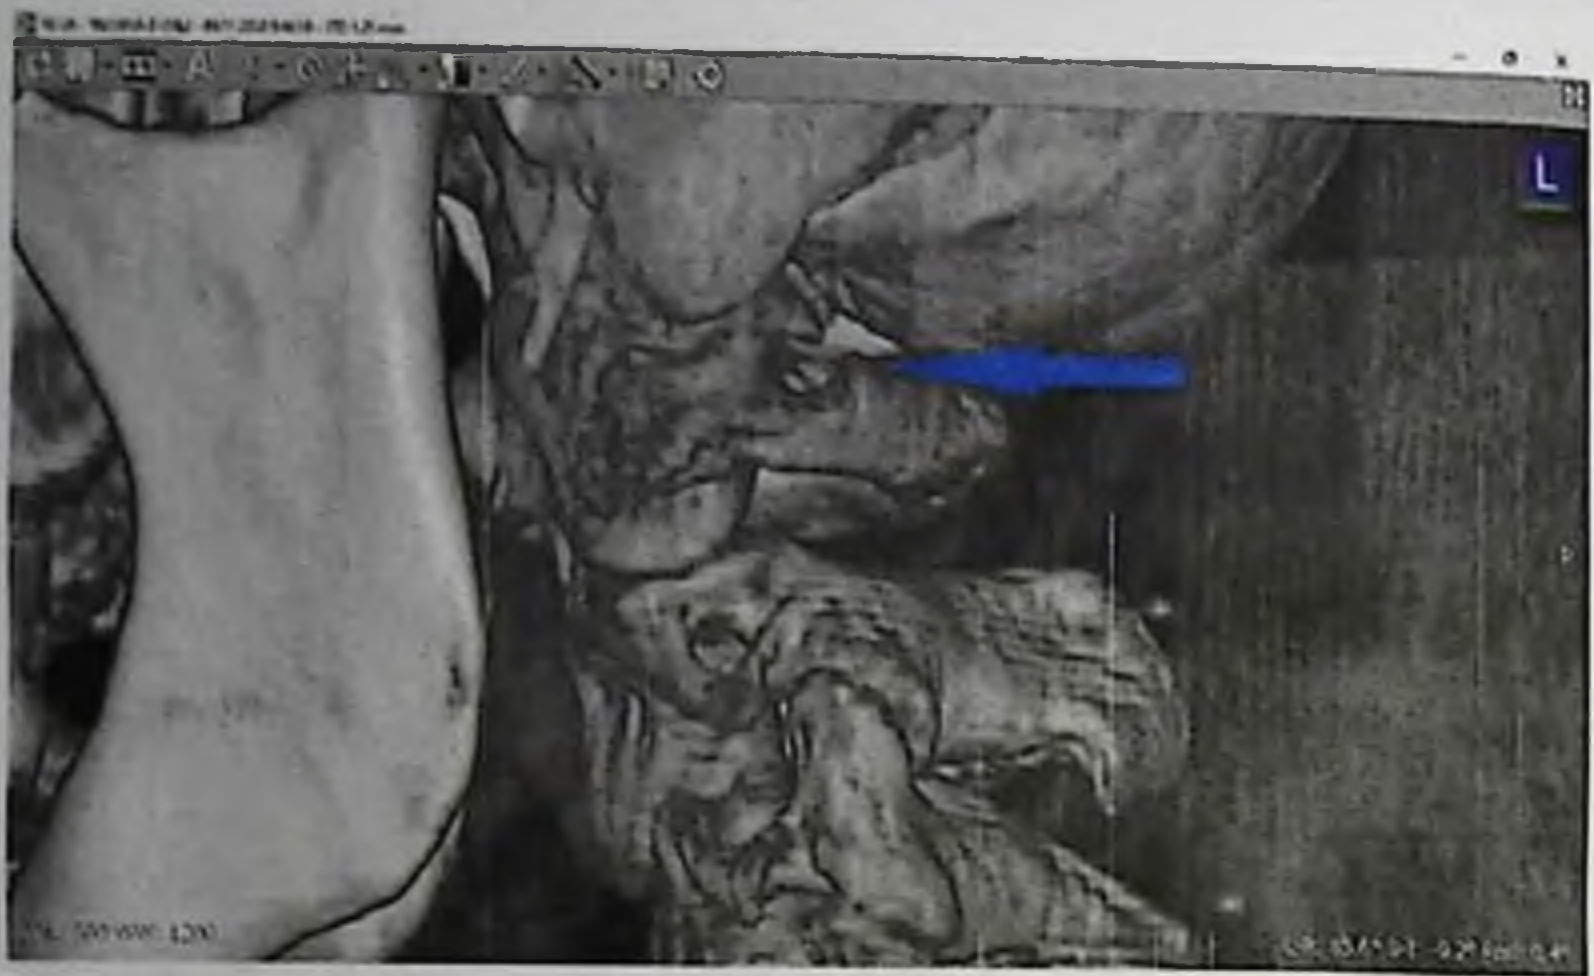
Пациентка Т., 30 лет. МСКТ. Краниовертебральный отдел. 3D реконструкция. Полузамкнутое заднее костное кольцо атланта слева (указано стрелкой).
